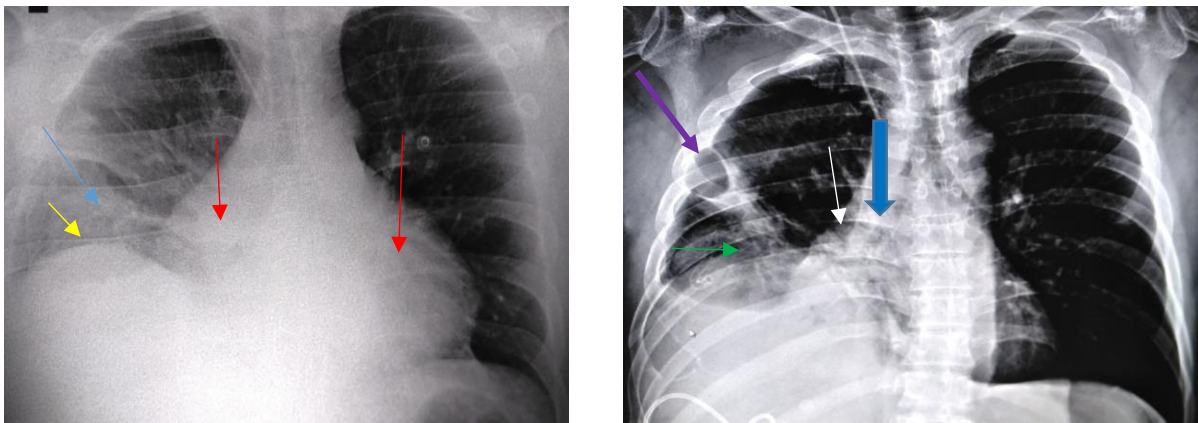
Рентгенограми органів грудної клітки післяопераційного періоду. 12-та доба після поранення. РГ ОГК в прямій проекції. Зниження пневматизації середнього та нижнього полів правої легені, з інфільтрацією в базальних відділах (голуба стрілка); високе стояння купола діафрагми (жовта стрілка); розширення тіні серця. 22-га доба після поранення. РГ ОГК в прямій проекції. Правий плевральний синус зайнятий рідиною до 7-го ребра (зелена стрілка); тінь середостіння зміщено вправо (синя товста стрілка); формування ателектаза (біла стрілка); округла повітряна порожнина «була» (фіолетова стрілка)
